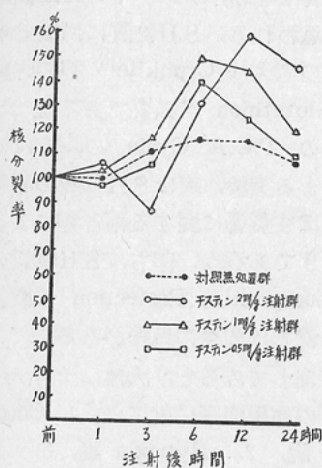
チステインのX線照射エールリッヒ癌核分裂率に及ぼす影響 (I)
